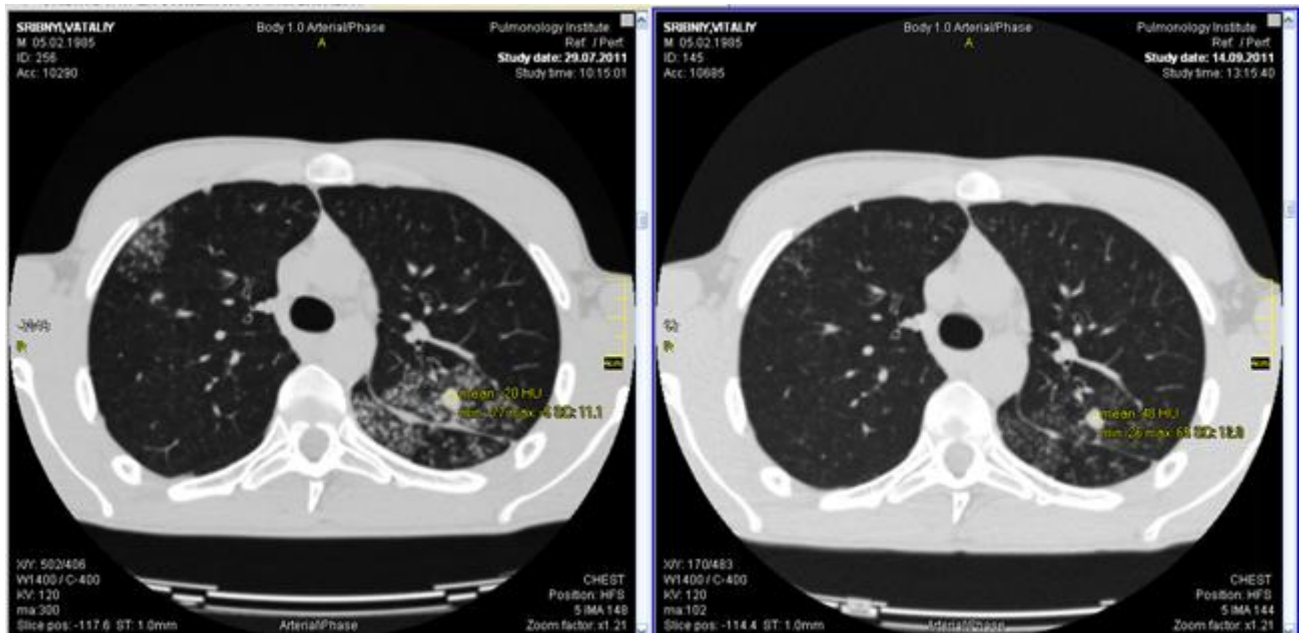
Аксіальні зрізи КТ хворого С. Зліва – вихідне обстеження, зправа – контроль після завершення інтенсивної фази лікування.
